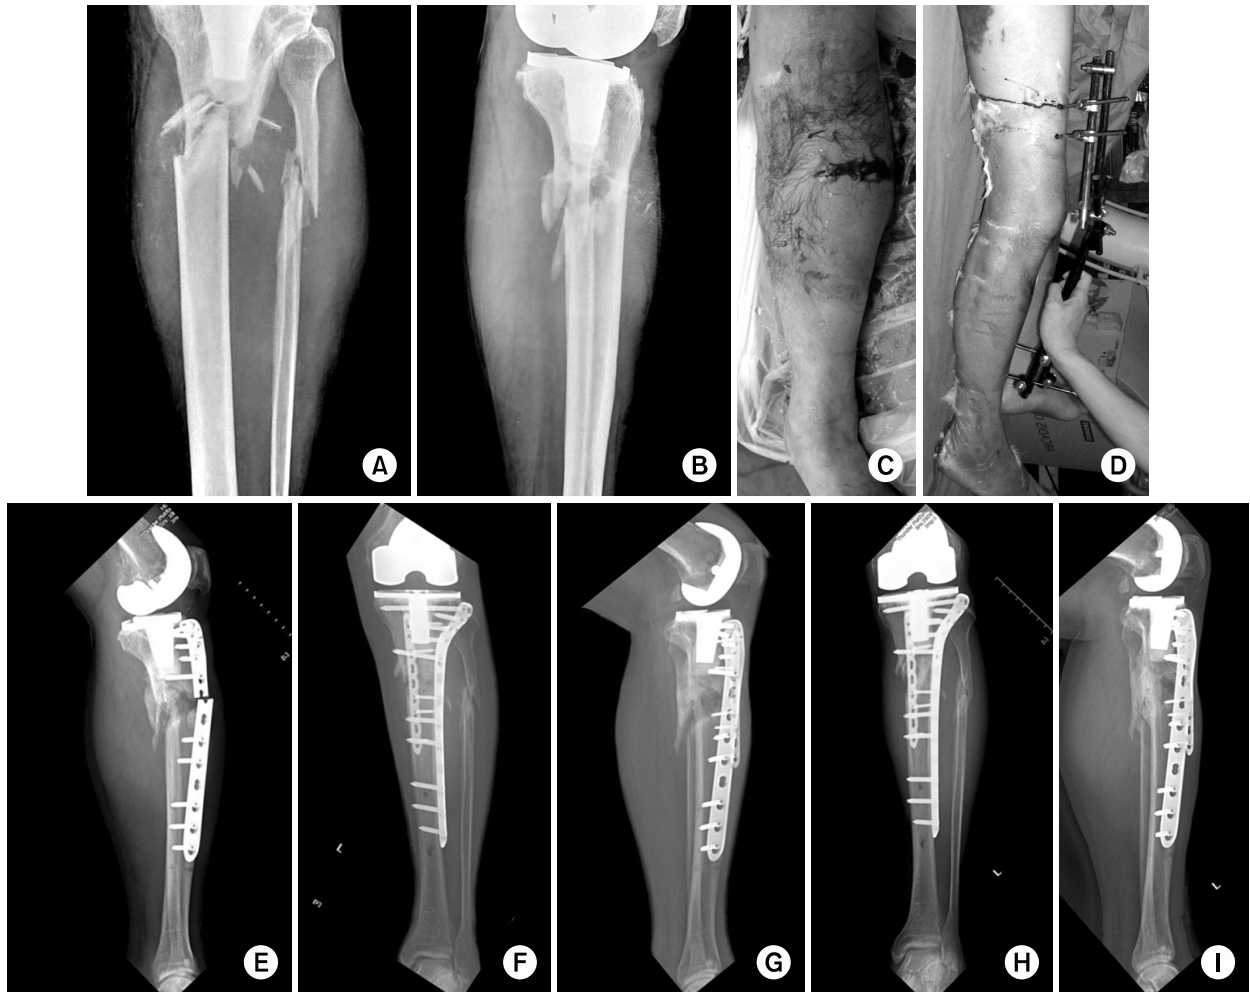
(A, B, C) A 69-year-old man with severe comminuted, open proximal tibial fracture by traffic accident. (D) Clinical photograph after application of external fixator. (E) Follow-up radiograph after 16 weeks shows metal failure. (F, G) The dual plating was performed after removal of internal devices. (H, I) Bone union with satisfactory functional results was achieved at 6 months after second operation.
